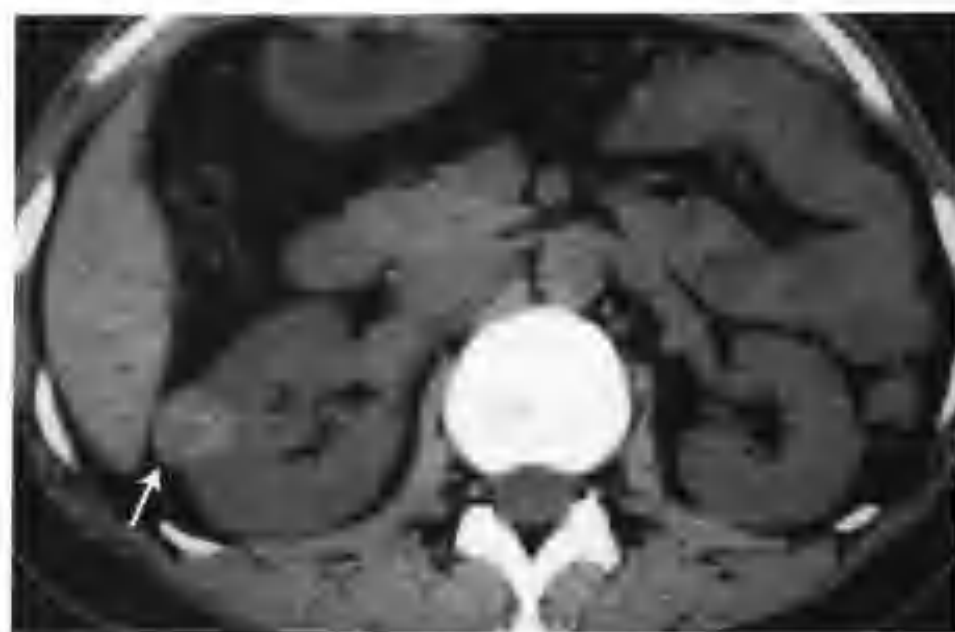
与图 3-1-115 为同一病例，示 CT 平扫不同层面所见 (箭头)
